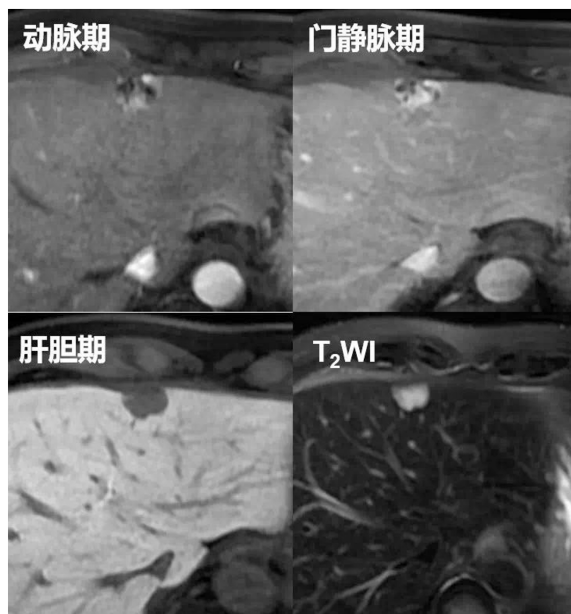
HH典型MRI影像学图像，动脉期、门静脉期造影剂向心性填充，T2WI肿瘤高信号，肝胆期肿瘤低信号
